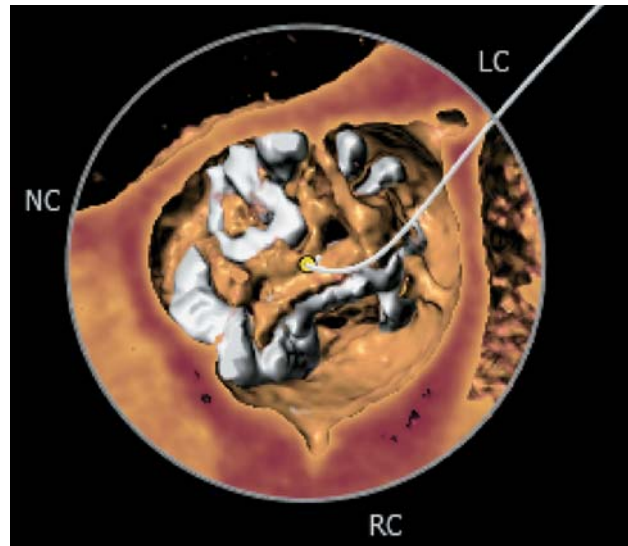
3D-реконструкция при МСКТ. VRT-срезы на уровне кольца аортального клапана в аксиальной плоскости. Отмечается выраженный кальциноз створок аортального клапана II–III степени.
